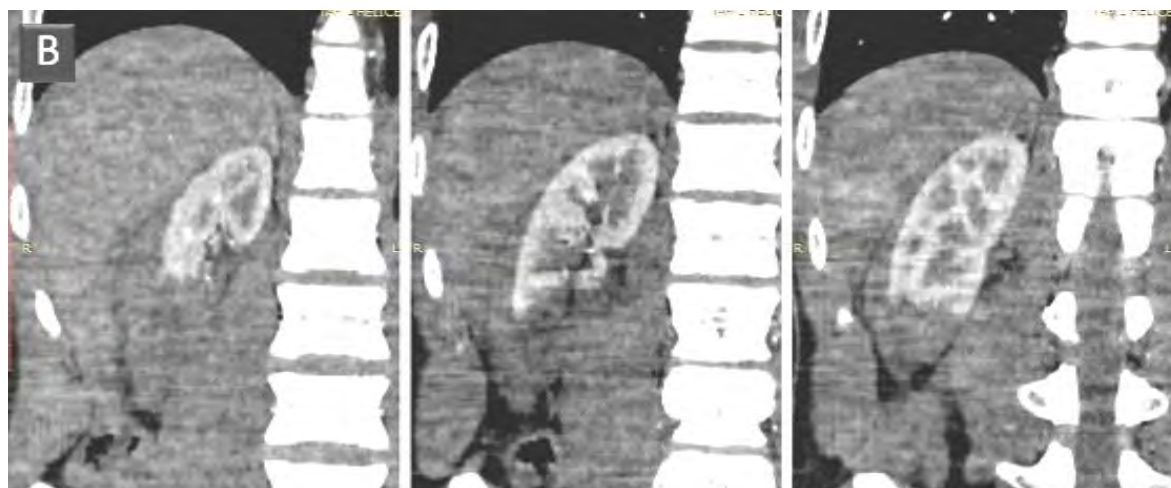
Coupes coronales en TDM au temps artériel montrant l'absence de rehaussement du pôle inférieur du rein droit.
